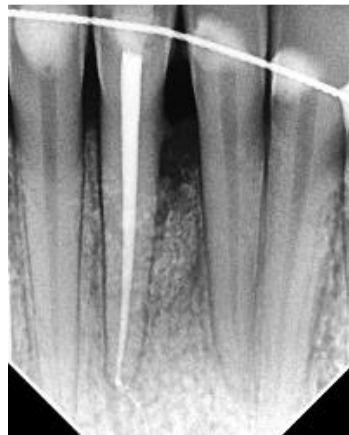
Radiografía de control a los 6 meses de realizada la intervención quirúrgica en donde se observa neoformación ósea a nivel del defecto
